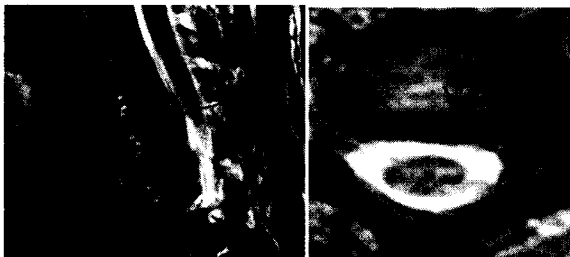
Sagittal and axial C-spine MRI(level C6/7)
